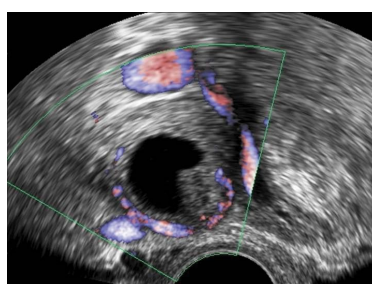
Ecografía transvaginal en la que se observa una imagen quística con una pseudoproliferación en la pared del quiste. El estudio Doppler color muestra vascularización periférica. No se observa ningún vaso en la imagen de pseudoproliferación, que corresponde en realidad a un coágulo adherido a la pared del quiste.
